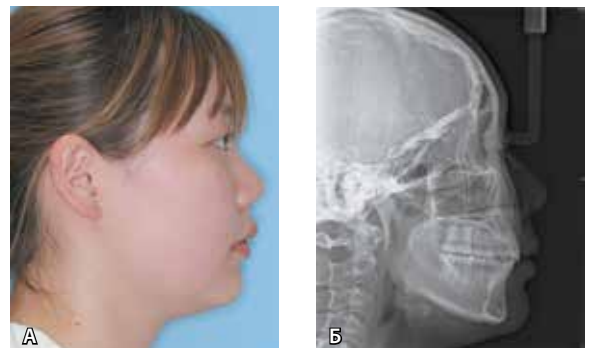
Фото лица пациентки 1.2 в профиль (А) и телерентгенография черепа в боковой проекции (Б) после второго этапа лечения
